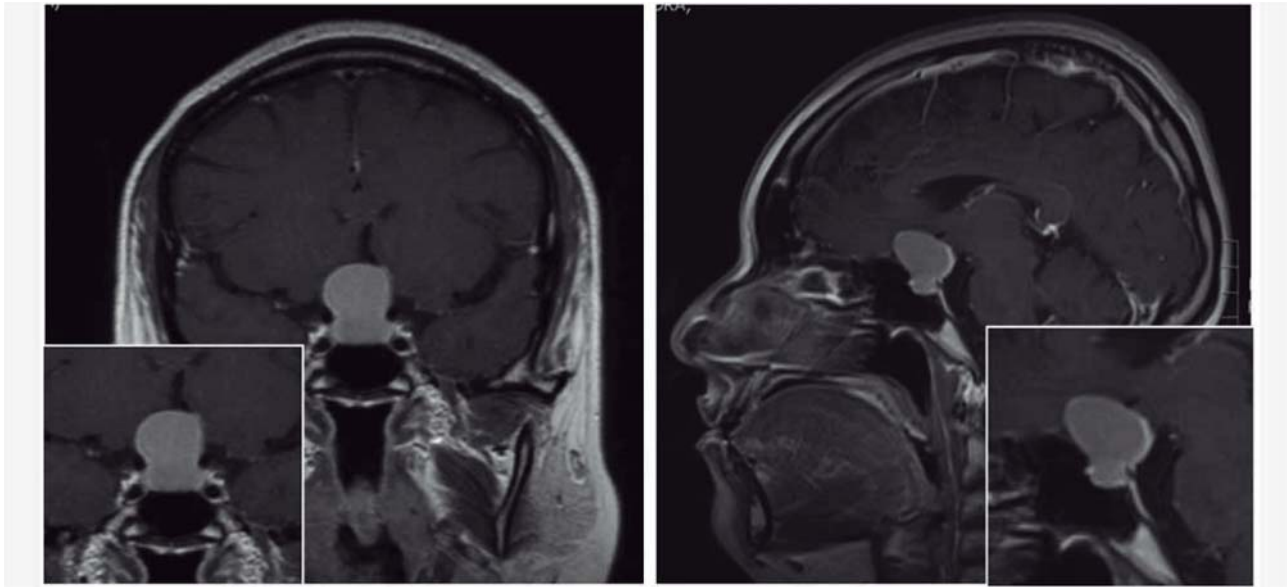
Resonancia magnética nuclear T1. En los cortes coronal y sagital, se observa lesión selar, con extensión supraselar, de 25 x 18 x 24 mm, de características quísticas, con realce posterior periférico al aplicar medio de contraste, sin áreas sólidas evidentes, sin intensidad homogénea
